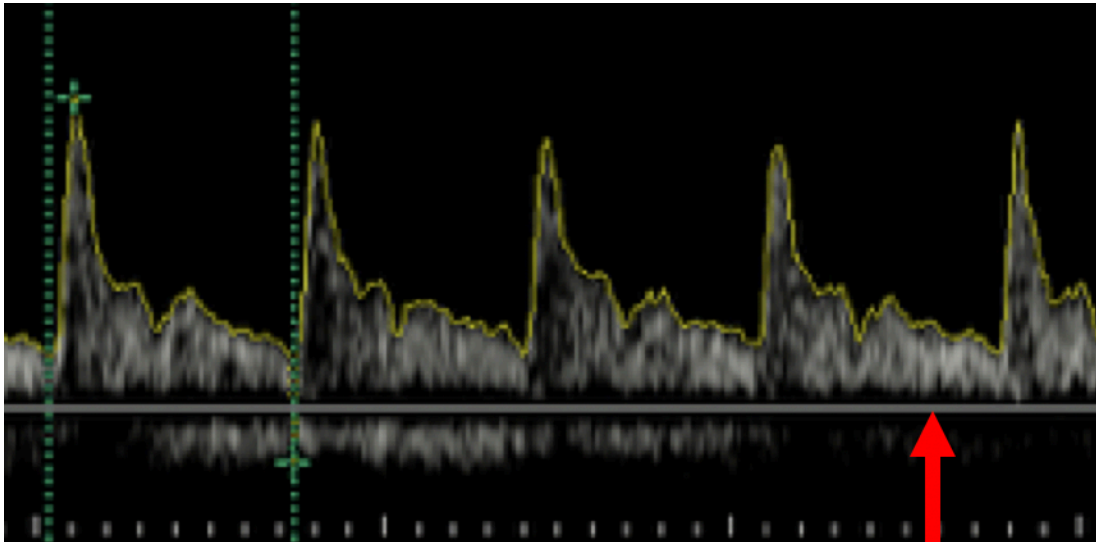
Línea base y valores con la referencia de cm/s. Figura 23b. Diferentes tonalidades/velocidades. Figura 23c. Similitud de tonalidades, extraído de: Doppler general. William J. Zwiebel's, John S. Pelletiro. Editorial Marbán 2008.
